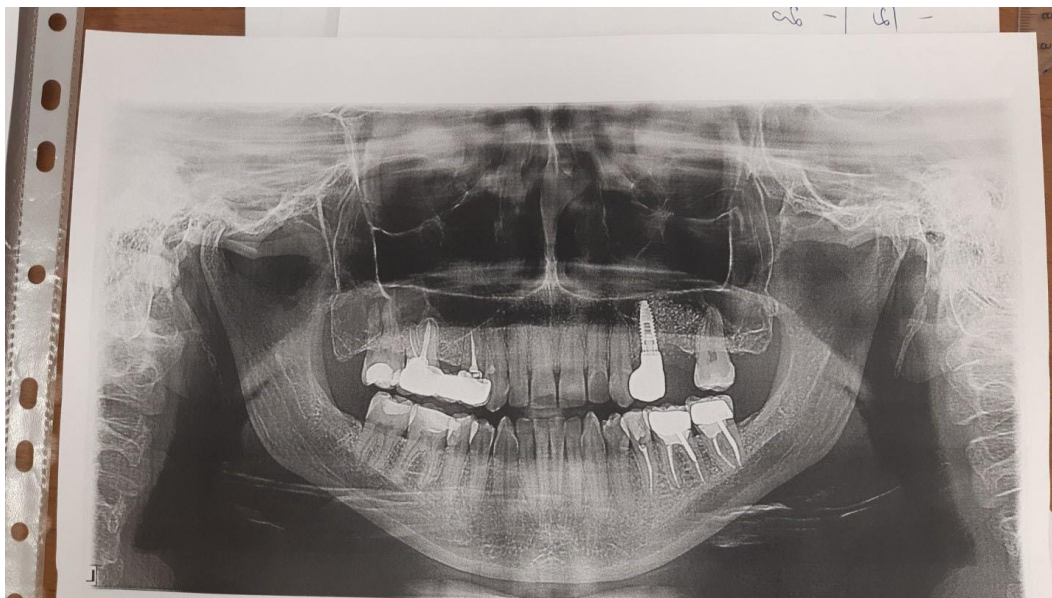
Ортопантомограмма больного Г., 43 года
